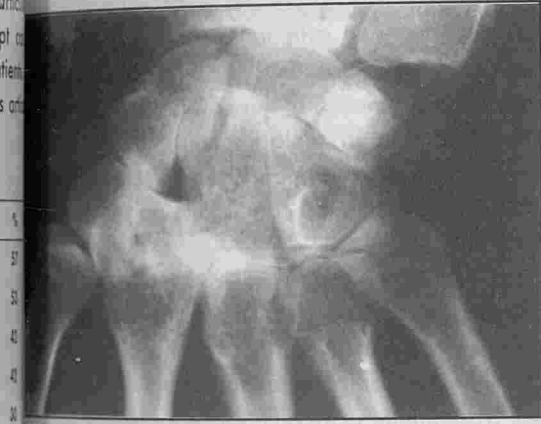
Radiographie du poignet de face : pincement carpo-metacarpiens avec prédominance des lésions autour du grand carpe et du trapézoïde.
